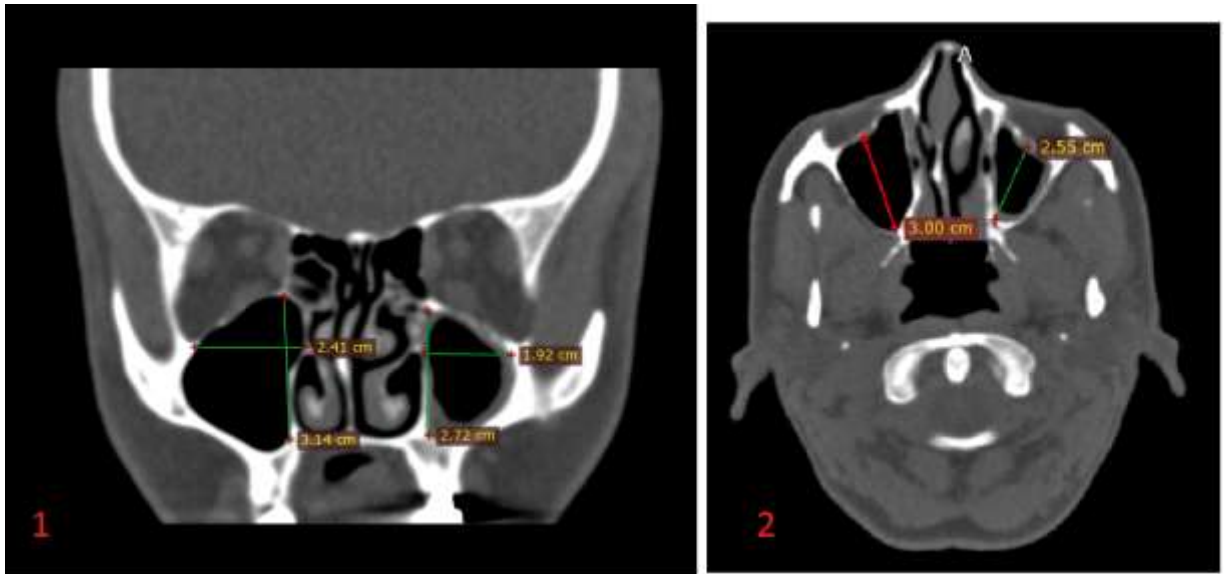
КТ ОНП с оценкой размеров верхнечелюстных пазух
